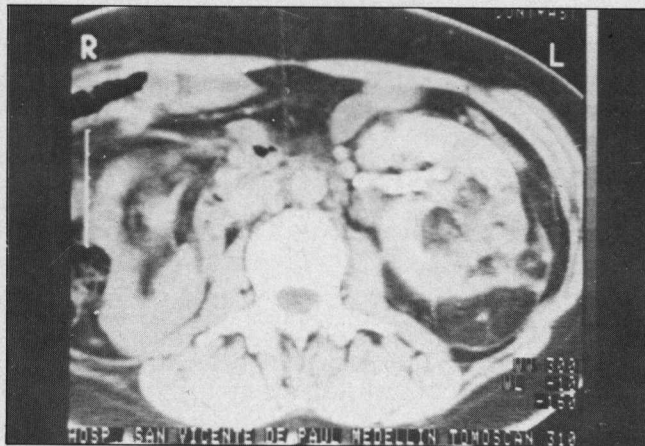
La TAC con medio de contraste, evidencia riñón izquierdo muy aumentado de tamaño con zonas múltiples de baja atenuación y densidad grasa alternando con áreas de alta atenuación y captantes.
